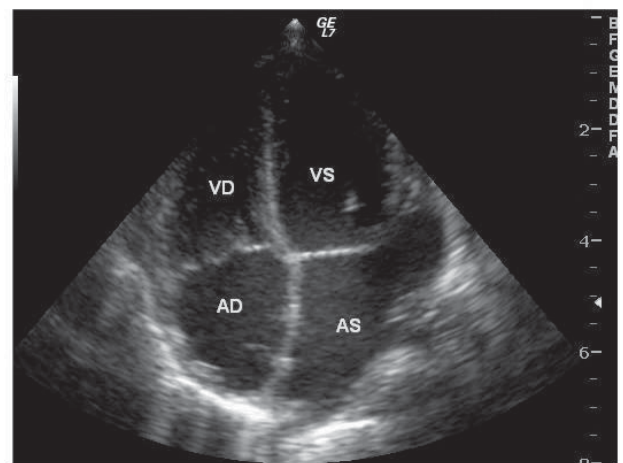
Ecocardiografie transtoracică incidență apical 4 camere: dimensiuni normale ale ventriculului stâng, absența defectului septal interatrial. AD: atriu drept, VD: ventricul drept, AS: atriu stâng, VS: ventricul stâng.
